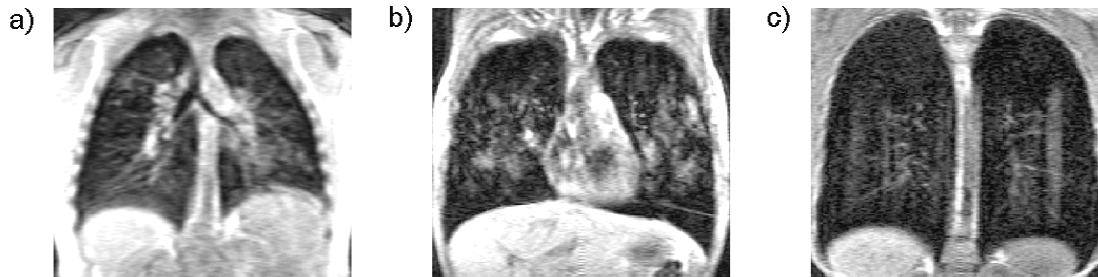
Bewegungsartefakte in der Lungen-MRT. Blurring (a) kann durch die Atembewegung verursacht werden. Ghosting Artefakte können durch die periodische Herzbewegung (b) oder den pulsatilen Blutfluss in der Aorta (c) entstehen.
